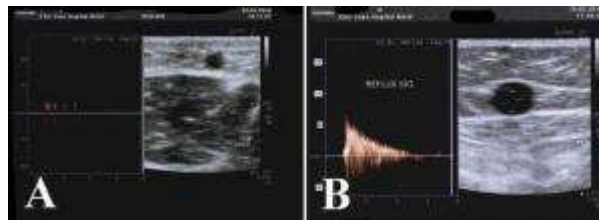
Comment fonctionne l'écho-Doppler veineux ?
